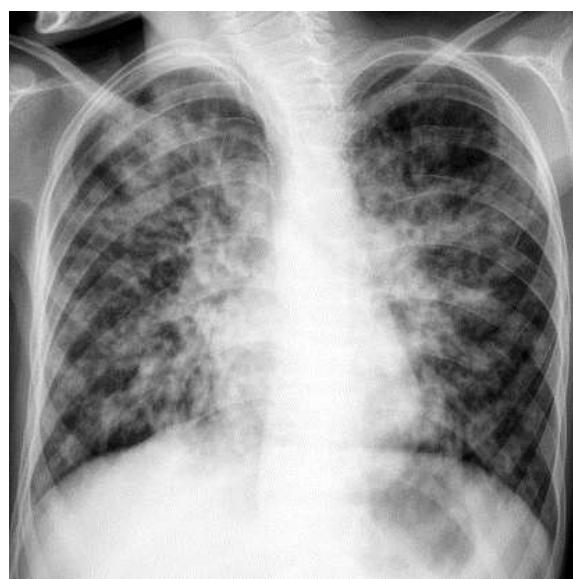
Radiografie pulmonară efectuată după o săptămână de la internare
